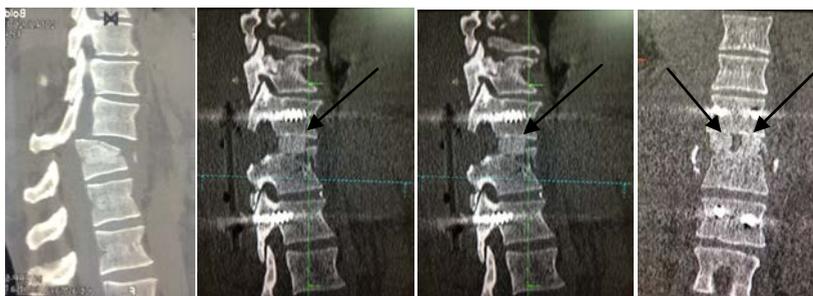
КТ больного Б., 52 лет, до операции (слева) и после открытого вправления, ТПФ и заднего межтелового спондилодеза с использованием УНИ (указан стрелками).
